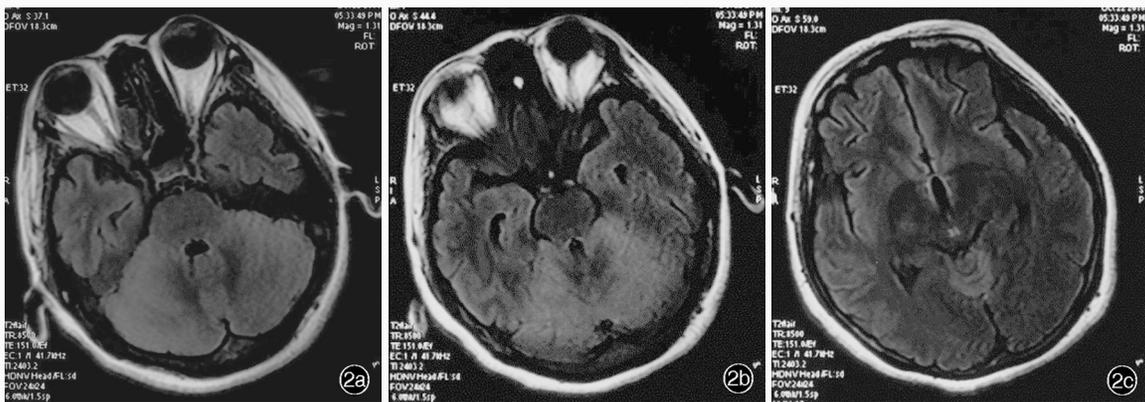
首次住院甲泼尼龙联合免疫球蛋白治疗后 1 周横断面 FLAIR 成像所见(2018 年 10 月 22 日) 2a 双侧桥臂高信号影消失 2b 双侧小脑半球高信号影缩小 2c 小脑上蚓部高信号影缩小
